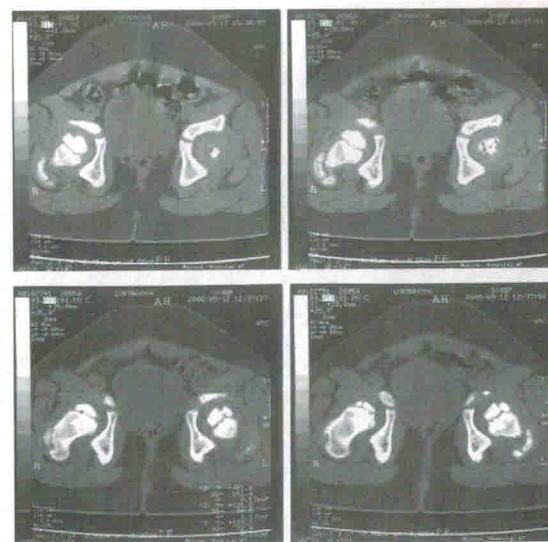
Компьютерная томография тазобедренных суставов больной Л., 3 лет. Видно изменение структуры головок обеих бедренных костей
